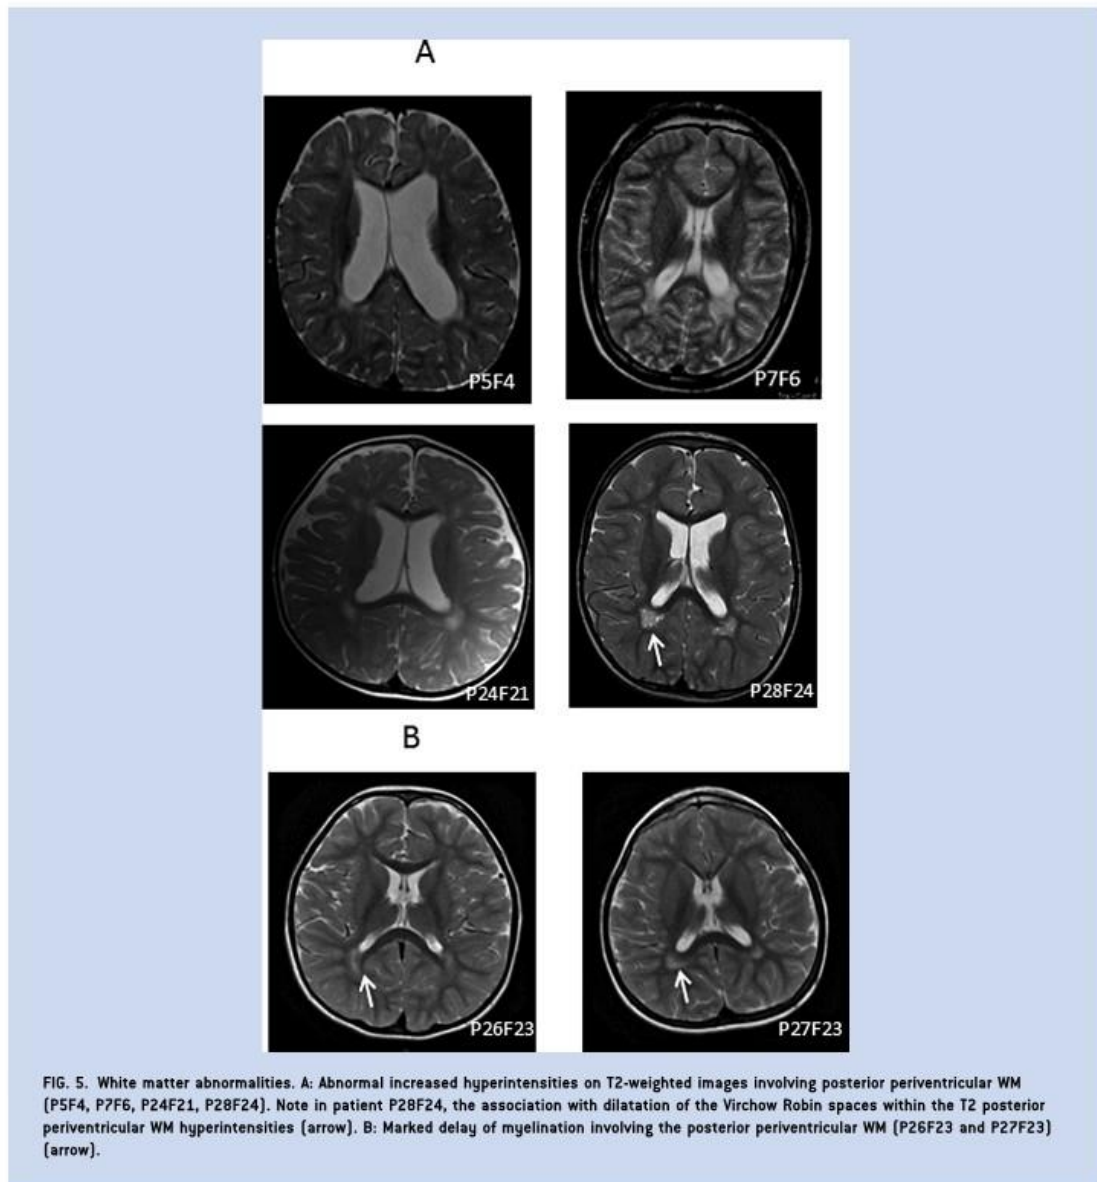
White matter abnormalities. A: Abnormal increased hyperintensities on T2-weighted images involving posterior periventricular WM (P5F4, P7F6, P24F21, P28F24). Note in patient P28F24, the association with dilatation of the Virchow Robin spaces within the T2 posterior periventricular WM hyperintensities (arrow). B: Marked delay of myelination involving the posterior periventricular WM (P26F23 and P27F23) (arrow).
